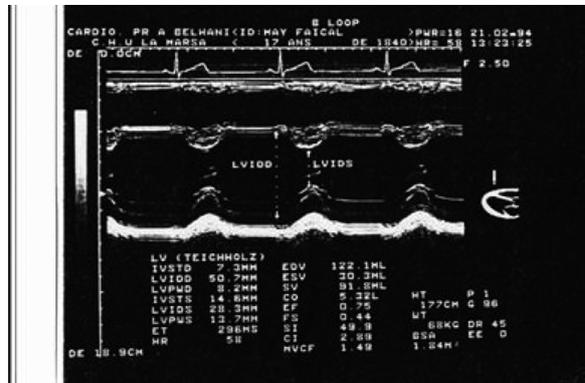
Coupe transventriculaire à l'échocardiographie T.M.
